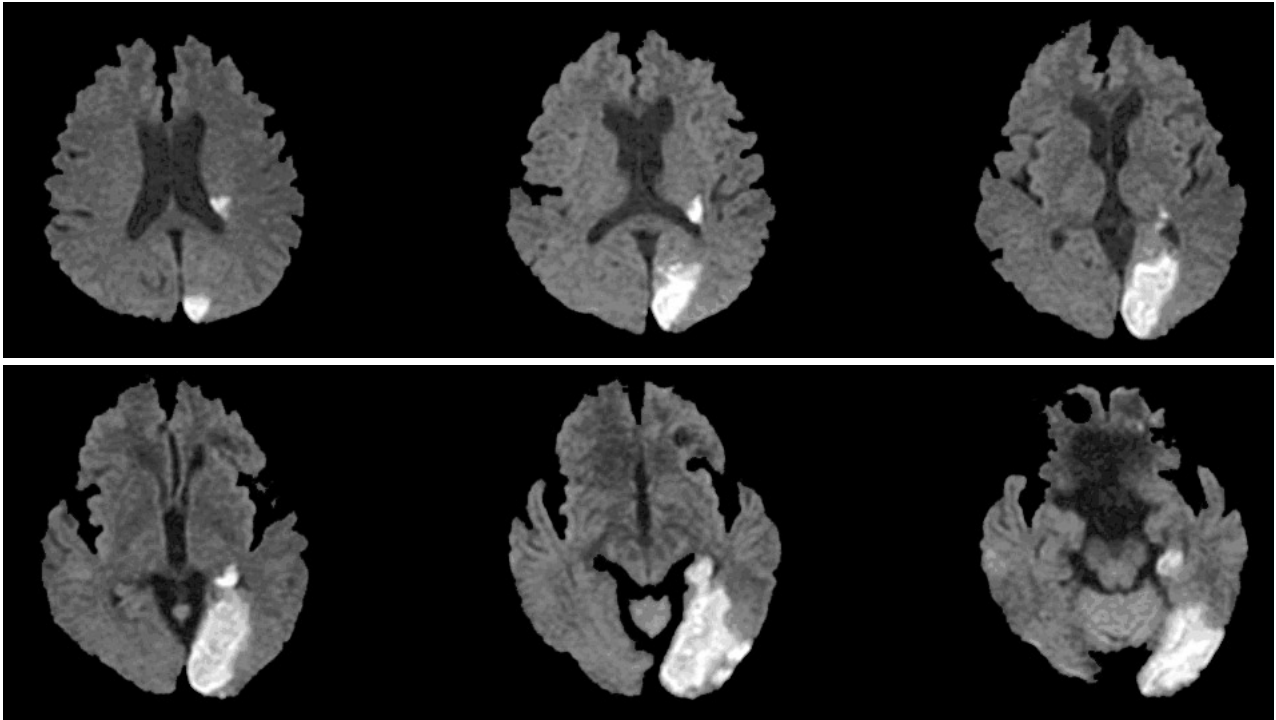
Brain MRI of the patient. Diffusion-weighted MRI showing an infarction in the left temporo-occipital area.
